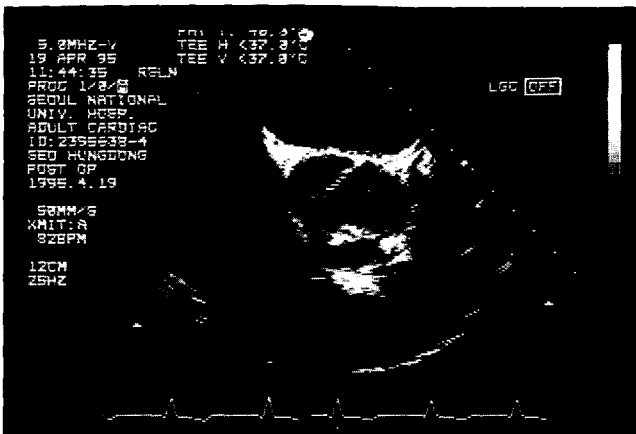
Transesophageal echocardiogram after cardiopulmonary bypass in operation room in case 2. Cross sectional view at the level of aortic valve, showing no stenosis in systolic period.
